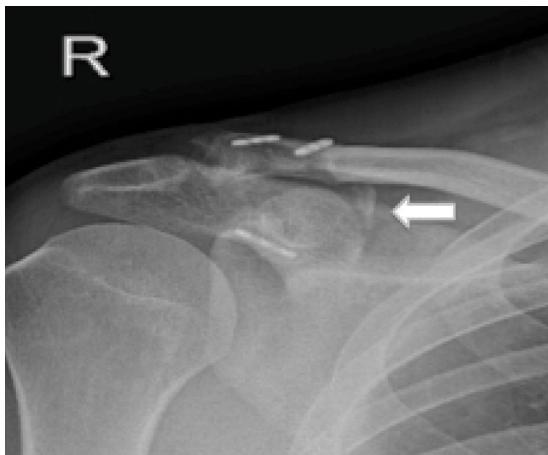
Caso número 3. La radiografía anteroposterior de clavícula muestra la osificación del trayecto coracoclavicular a los 6 meses de la cirugía (flecha blanca). R: right (derecho).
